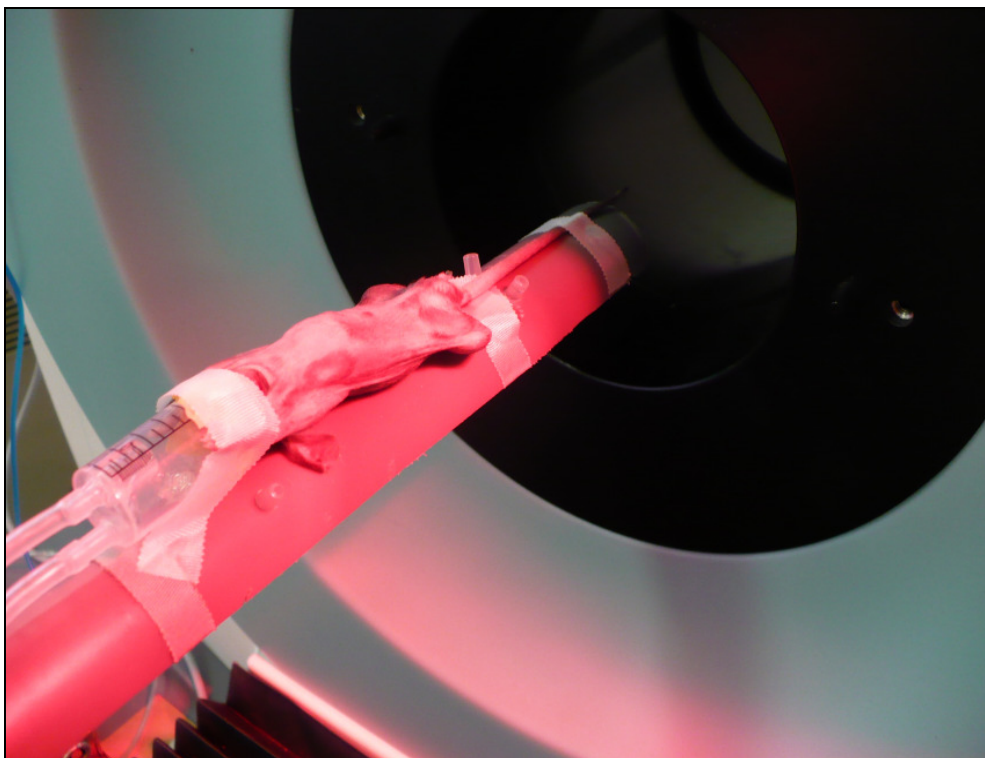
Maus unter der Wärmelampe auf dem Tierhalter am PET
